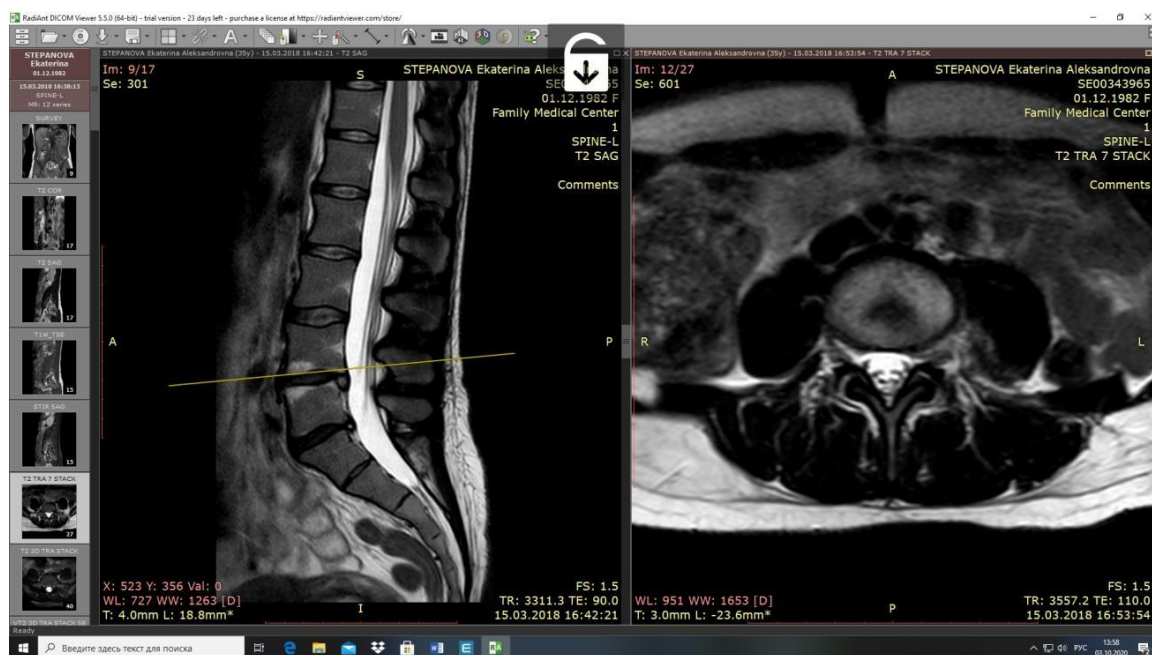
МРТ контроль больной N, через 6 месяцев после операции
